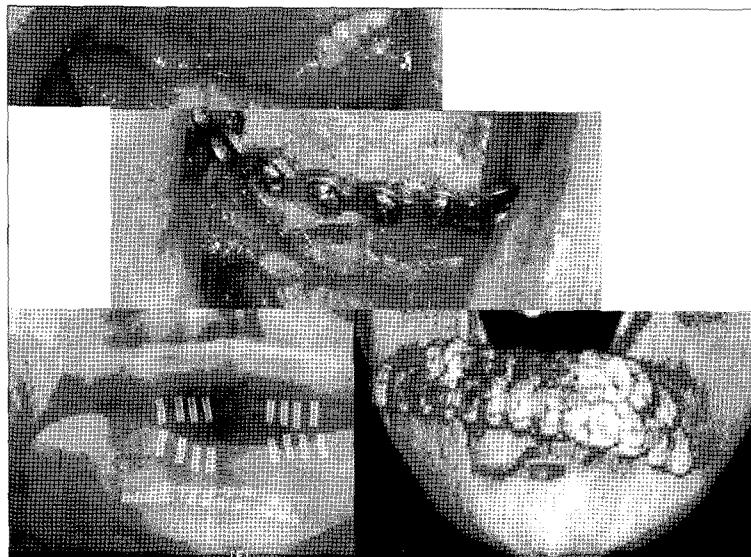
Iliac bone grafting was performed. Intraoperative, postoperative radiographic findings and 3D Computed Tomogram was shown.
